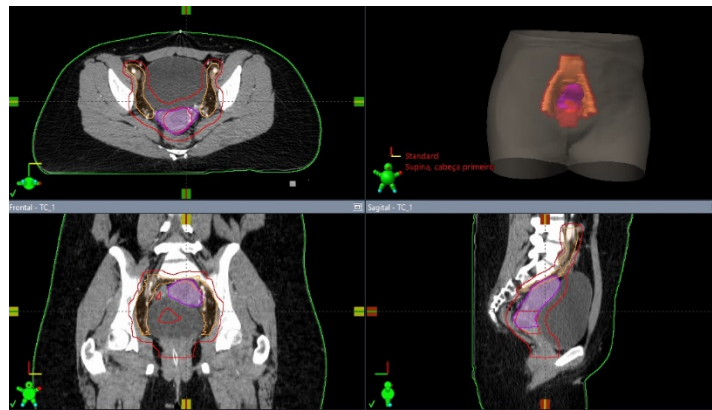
Contornos dos alvos em tomografia computadorizada da pelve na simulação. Visão axial e coronal à esquerda e reconstrução tridimensional e visão sagital à direita, respectivamente. Fonte: Arquivo Pessoal.
